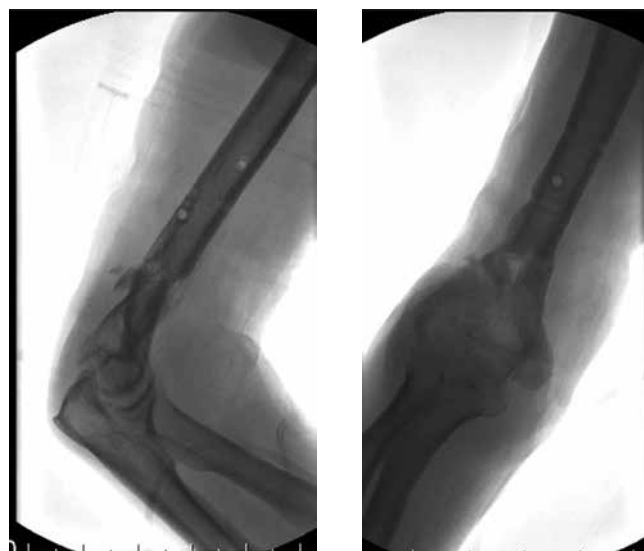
Рентгенограммы больного Г-ва через 3 месяца. Сросшийся перелом плечевой кости и несостоятельность остеосинтеза шейки бедренной кости 3-мя спонгиозными винтами
